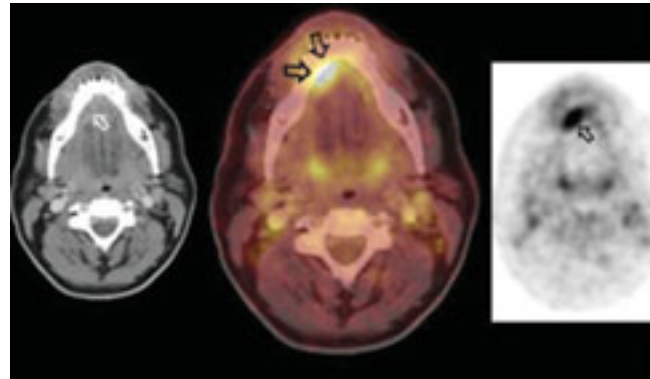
Extensión y reestadificación. Hombre de 48 años. Carcinoma de la base de la lengua. Las imágenes por separado de la tomografía computarizada y de PET muestran las lesiones. PET/CT muestra infiltración ósea, que es confirmada por estudio patológico. Tomado de Patrick Veit, *The University Hospital of Essen*.
